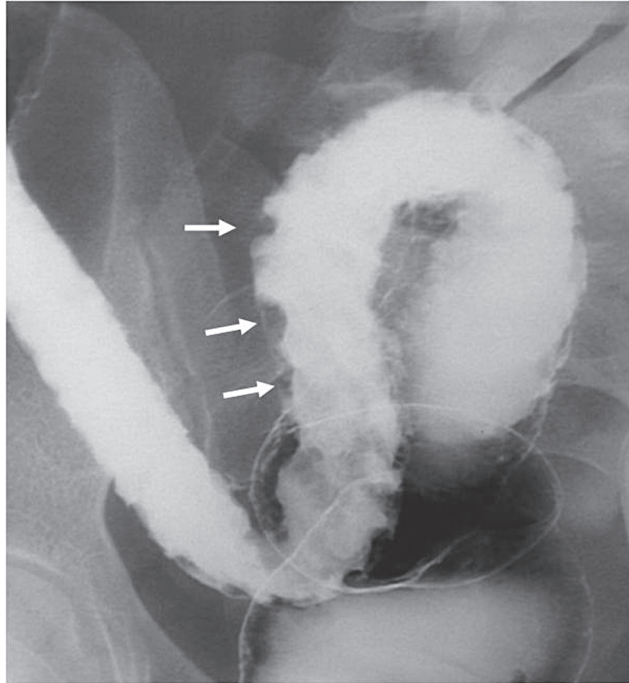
Erken evre ülseratif kolitte çift kontrast kolon grafisinde sigmoid kolon düzeyinde ince granüler mukozal desen izleniyor.
